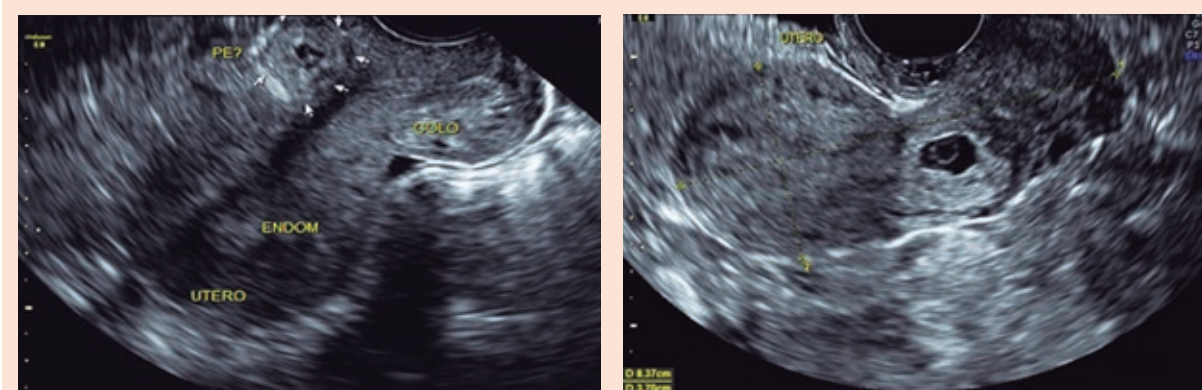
Ultrassonografia transvaginal, 7 semanas e 5 dias, indica gestação ectópica em cicatriz de cesárea. Observa-se, nessa região, imagem heterogênea correspondendo a saco gestacional e embrião com batimentos cardíacos.
